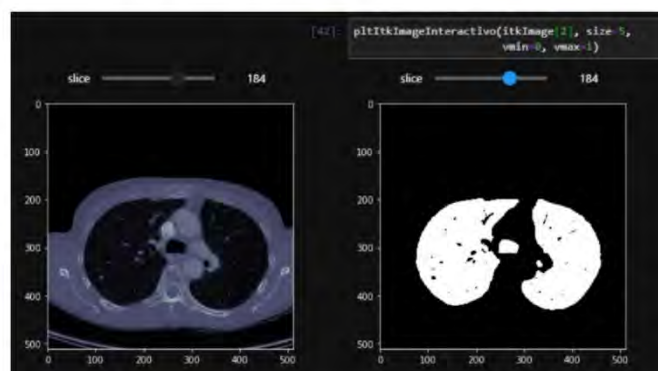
Real-time interactive viewer for the complete tomography using the original image (left) and a binary mask (right) with our Jupyter Lab's visualization module.
